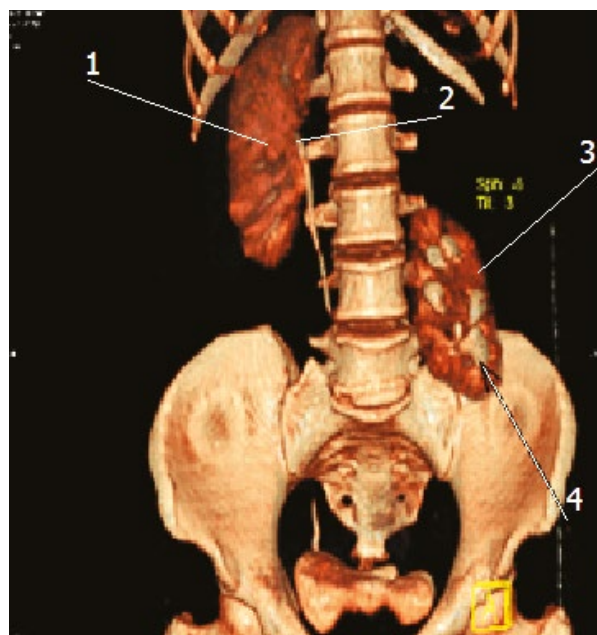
КТ (А) с 3D реконструкцией в стандартном положении и (В) на правом боку. 1 – правая почка, 2 – ворота правой почки, 3 – левая почка, 4 – ворота левой почки.
